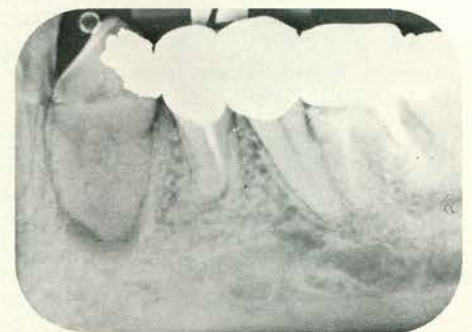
De uitgebreide caviteit cervicaal van de restauratie in de 46 werd alleen op de röntgenfoto waargenomen.
